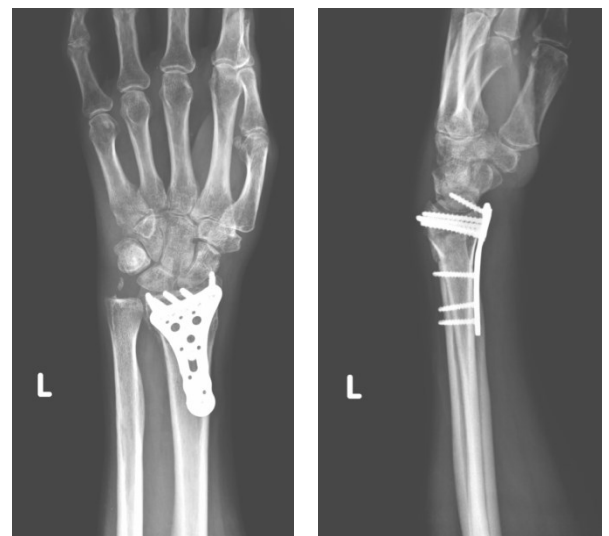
Röntgen a.p. und seitlich 2 Mo. p.o.
